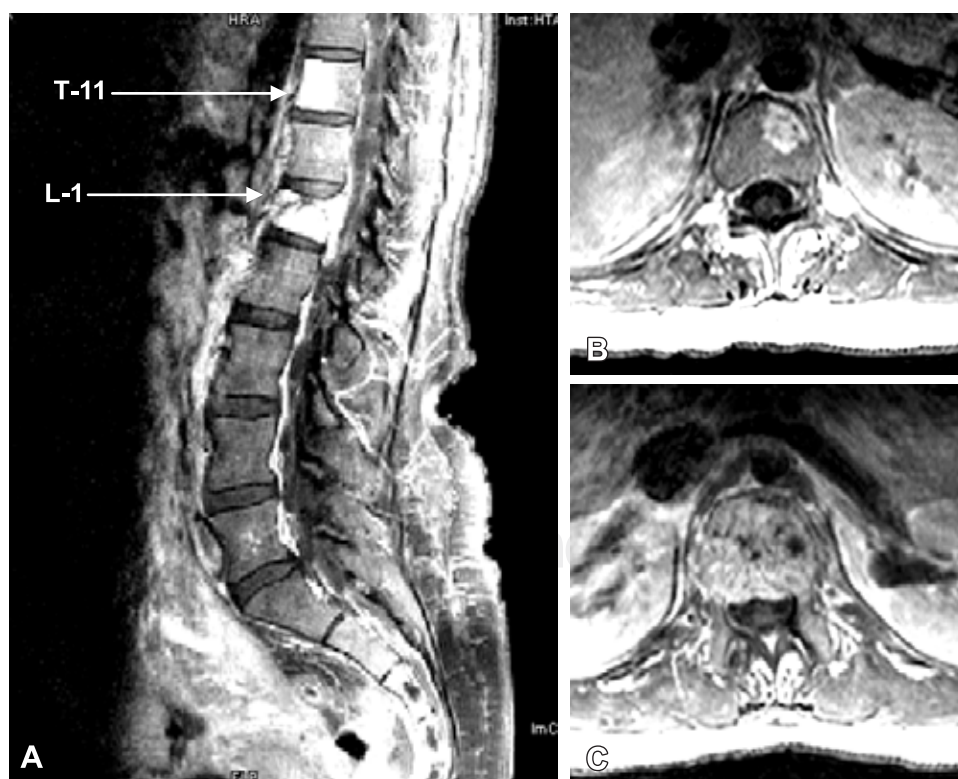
RM. (A) sagital en T2, muestra señal hiperintensa en HV a nivel T-11 y L-1, (B) en T2 HV parasagital en T-11, (C) a nivel de L-1 HV con fractura por compresión y retropulsión del muro posterior.
